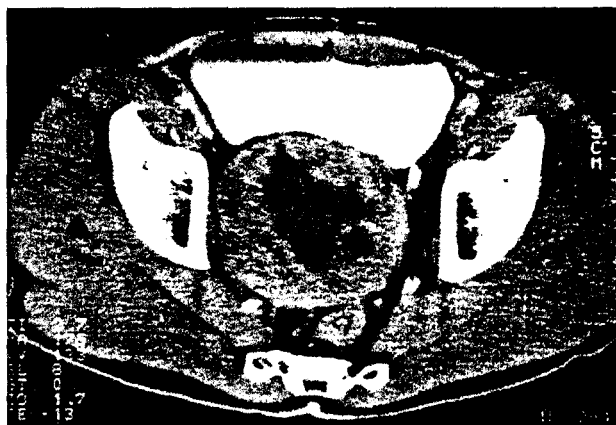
Secțiune CT prin pelvis, evidențiind o tumoră prostatică voluminoasă cu structură neomogenă.
